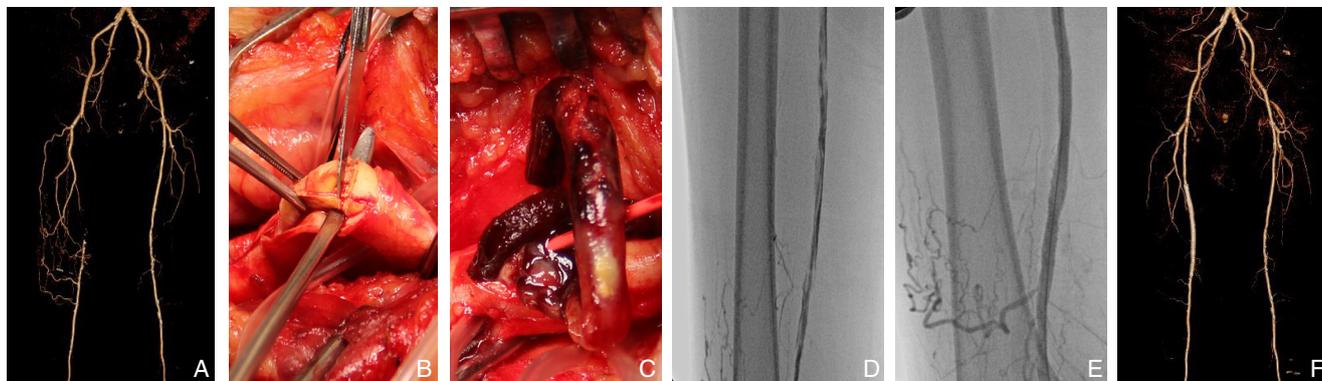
杂交手术治疗 A: 术前 CTA 示右侧股浅动脉长段闭塞，血栓形成；B: 术中对股浅动脉开口处行内膜剥脱术；C: 股动脉取栓术；D: 取栓后造影，闭塞病变转化为局部狭窄病变；E: 股浅动脉支架植入后造影，血流恢复通畅；F: 术后 1 年复查 CTA 示右侧股浅动脉血流通畅
